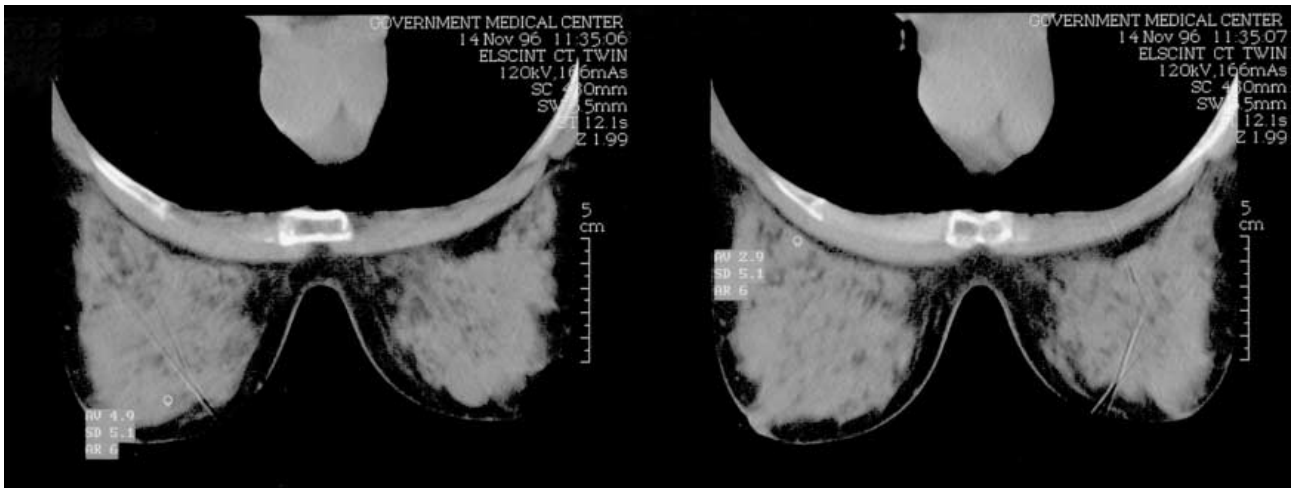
Компьютерные томограммы больной Л., 50 лет. Множественные кисты обеих молочных желез.
